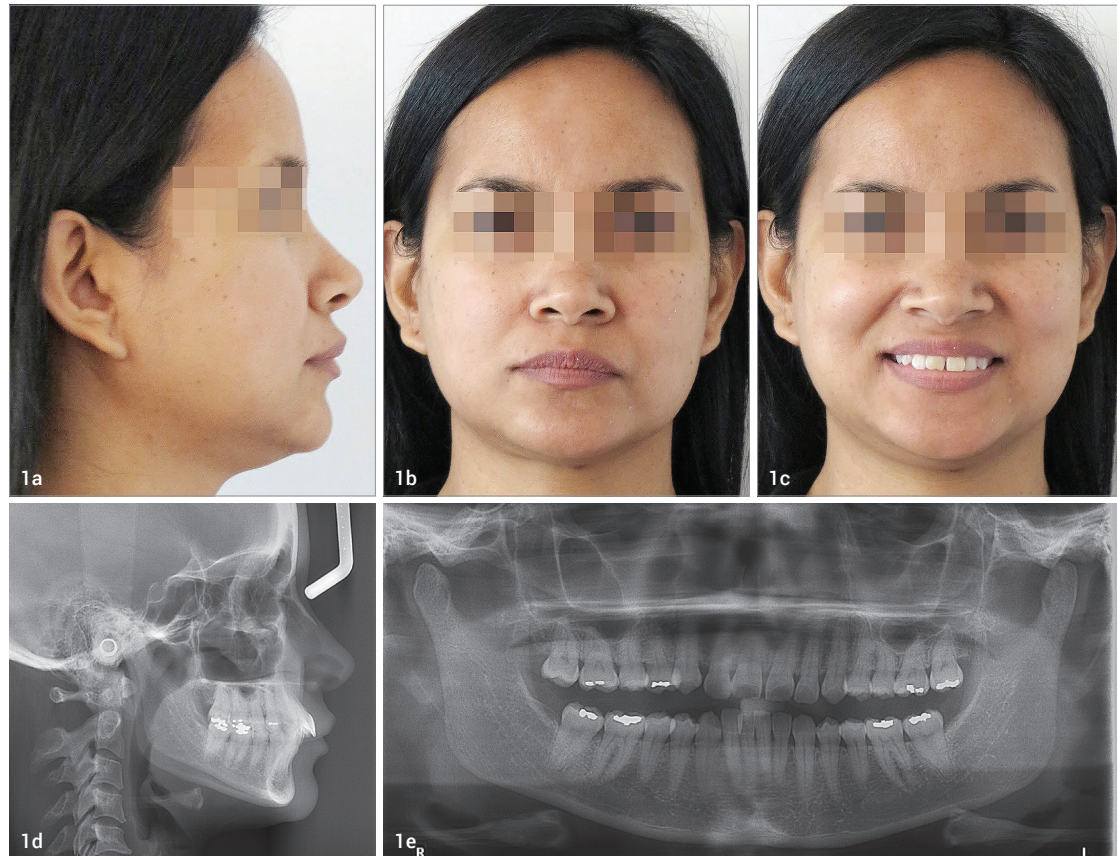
Initiale Aufnahmen: extraorale Patientenfotos, Front und Profil (a-c), Fernröntgenseitenaufnahme (d) und Orthopantomogramm (e). Abb. 2a-e: Intraorale Aufnahmen der Ausgangssituation. Abb. 3a-e: Korrespondierende Ausgangssituation in der ClearPilot™ 3D-Behandlungsplanung.
